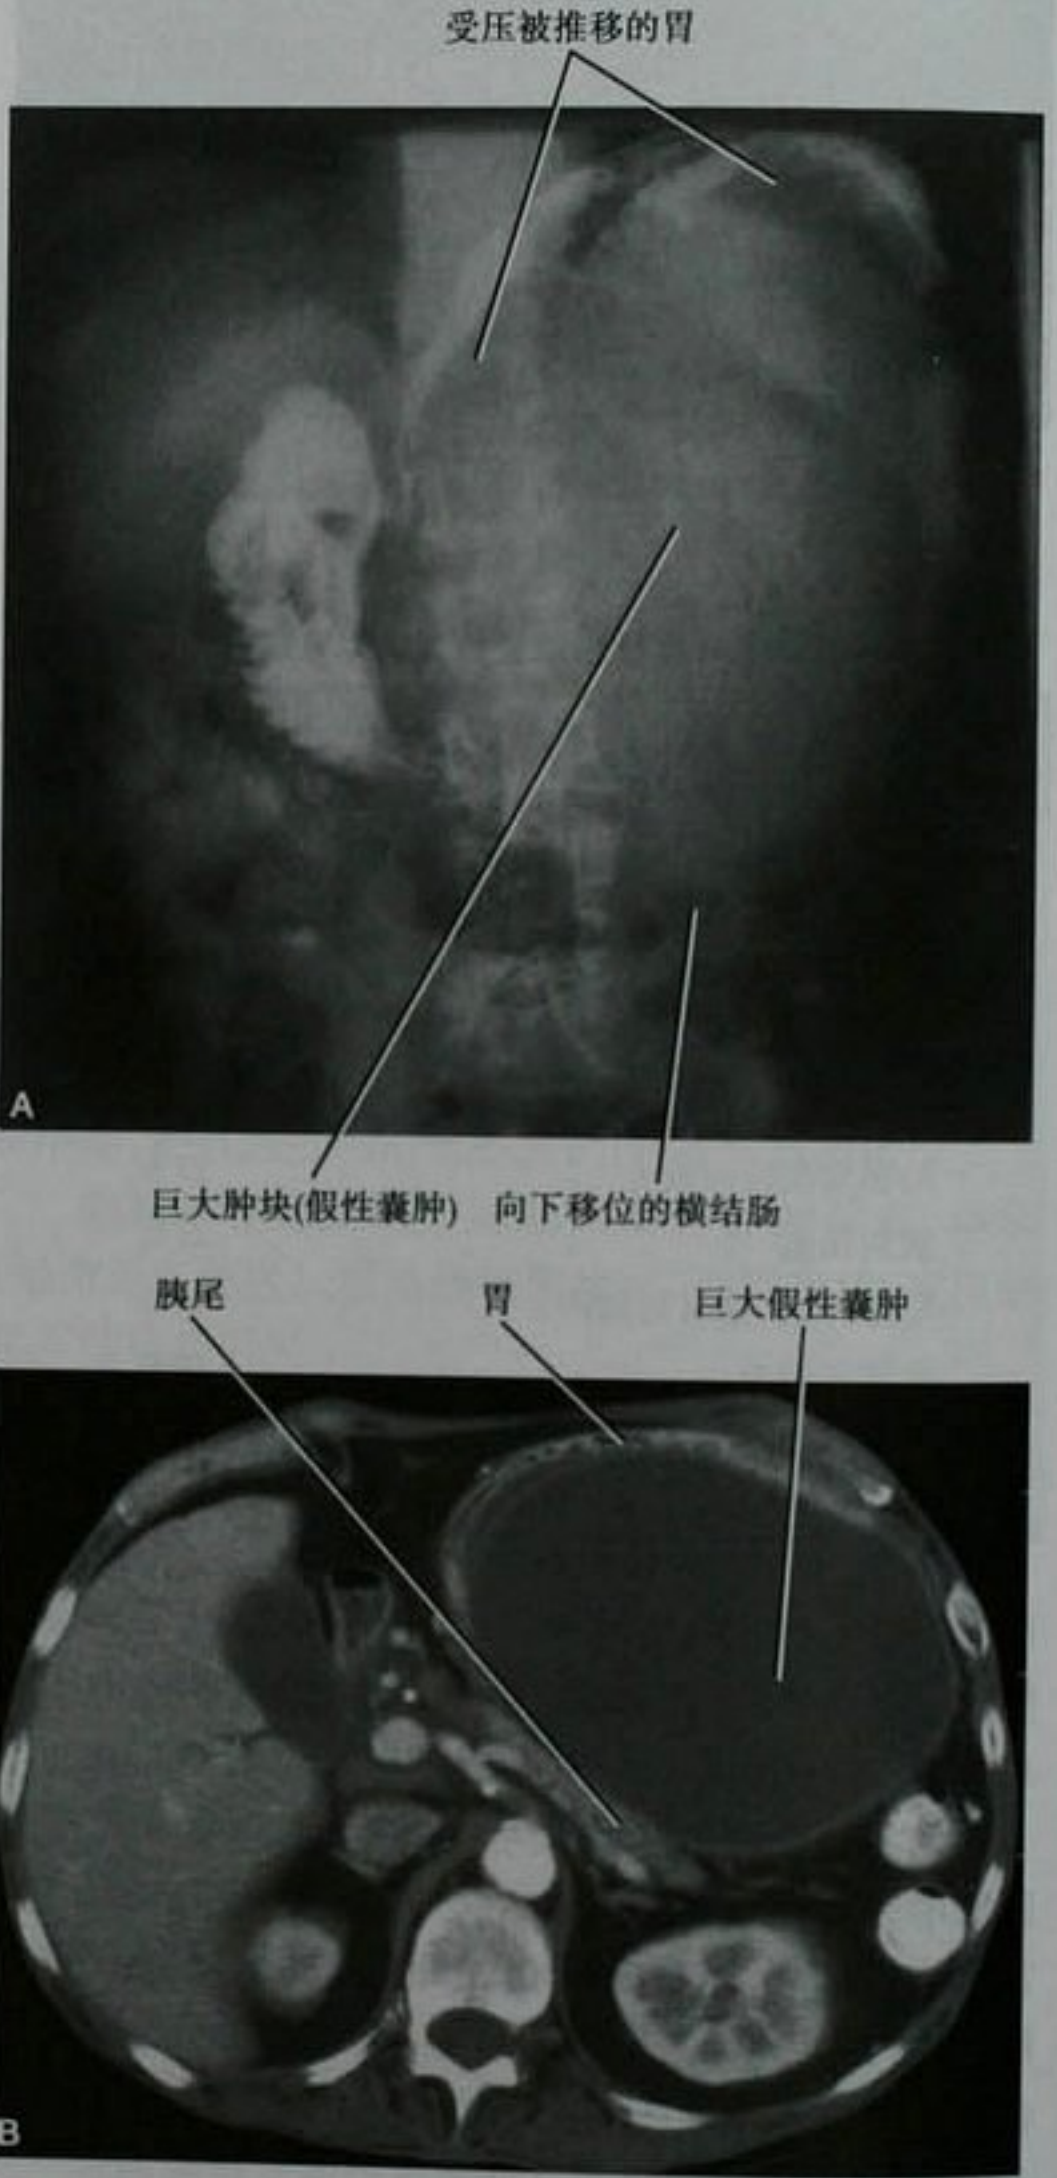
有急性胰腺炎病史和巨大胰腺假性囊肿的患者,GI 时的前后位 X 线腹部平片(A)和腹部增强 CT(B)显示,由于左结肠系膜上方的肿块,胃被向前推移,横结肠被向下推移
